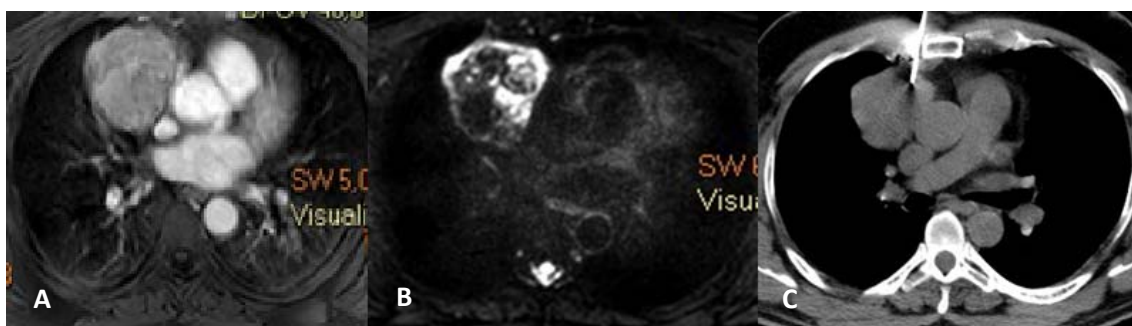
Massa mediastinal (Timoma). A) Sequência de RM pós-contraste. B) Sequência de difusão, demonstrando heterogeneidade da lesão, com a áreas mais clara sugerindo maior concentração celular. C) TC para guiar biópsia direcionada à esta área.
